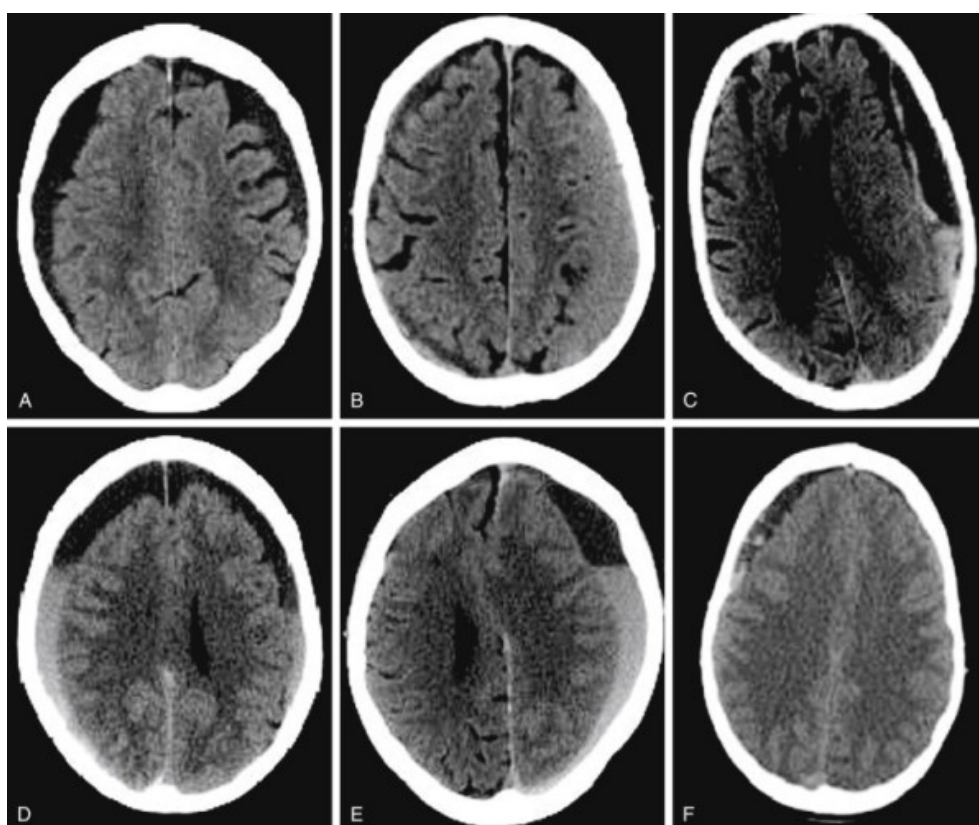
Imagens de tomografia computadorizada de crânio demonstrando a classificação de hematoma subdural crônico conforme achados de sua arquitetura interna. (A) Homogêneo hipodenso; (B) Homogêneo isodenso; (C) Laminar; (D) Em degraus; (E) Em camadas; (F) Trabecular. Fonte: Nakaguchi H., Tanishima T., Yoshimasu N.: Factors in the natural history of chronic subdural hematomas that influence their postoperative recurrence. J Neurosurg 2001; 95:256-262¹⁶.
